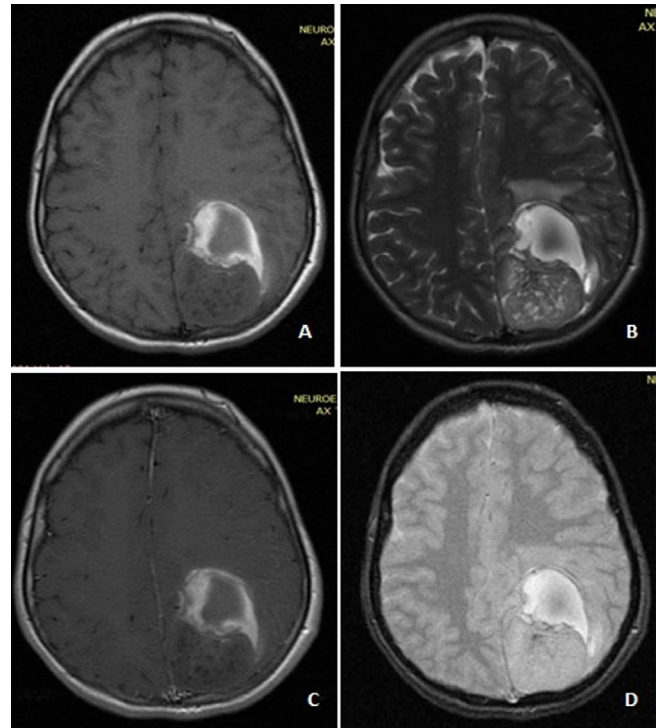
A) RMN Cerebral T1 Axial. Lesión heterogénea mixta de contornos irregulares hipointensa en T1. B) T2 Axial. Lesión heterogénea mixta de contornos irregulares hiperintensa en T2. C) T1 con contraste Axial. Lesión heterogénea mixta de contornos irregulares sin evidencia de captación de medio de contraste. D) Eco de gradiente Axial. Zona de sangrado hacia su aspecto anterior y caudal.
